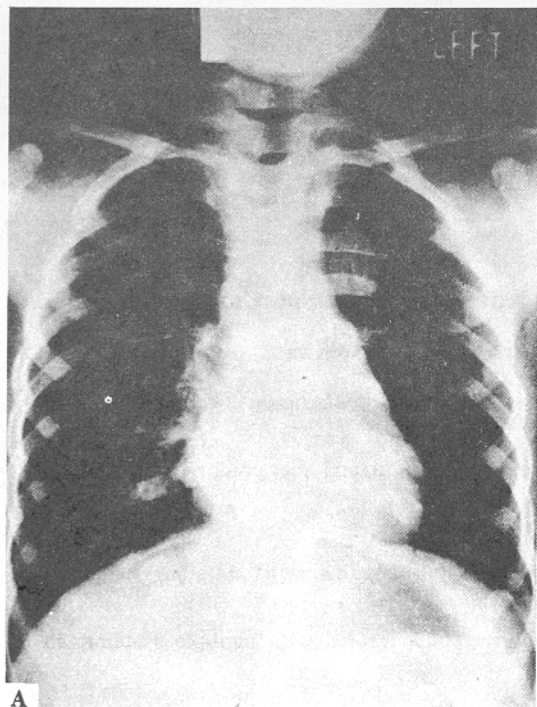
Chest PA and abdominal CT prior to chemotherapy. A) Metastatic coin lesion on left upper lung field. B) Extensive retroperitoneal lymphadenopathy. C) Bulky mass in Rt spermatic cord.
